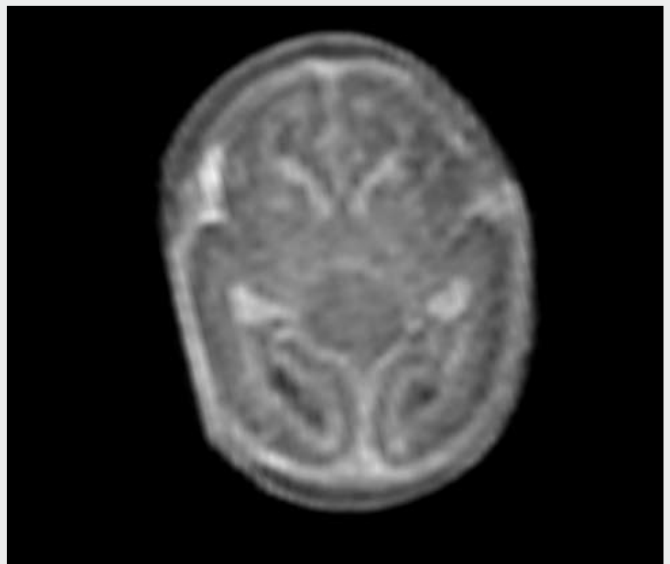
Porovnání CT (A) a GRE T1 MRI (B) mozku s normálním nálezem koagulované krve v cévách a choroidálních plexech*
